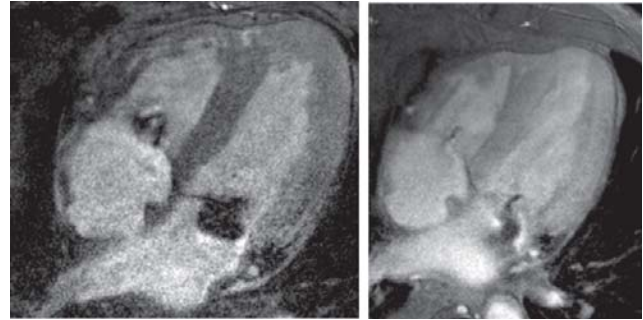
Imagen de resonancia magnética cardiaca que demuestra hipertrofia concéntrica del ventrículo izquierdo y realce heterogéneo difuso que compromete ambos ventrículos.
